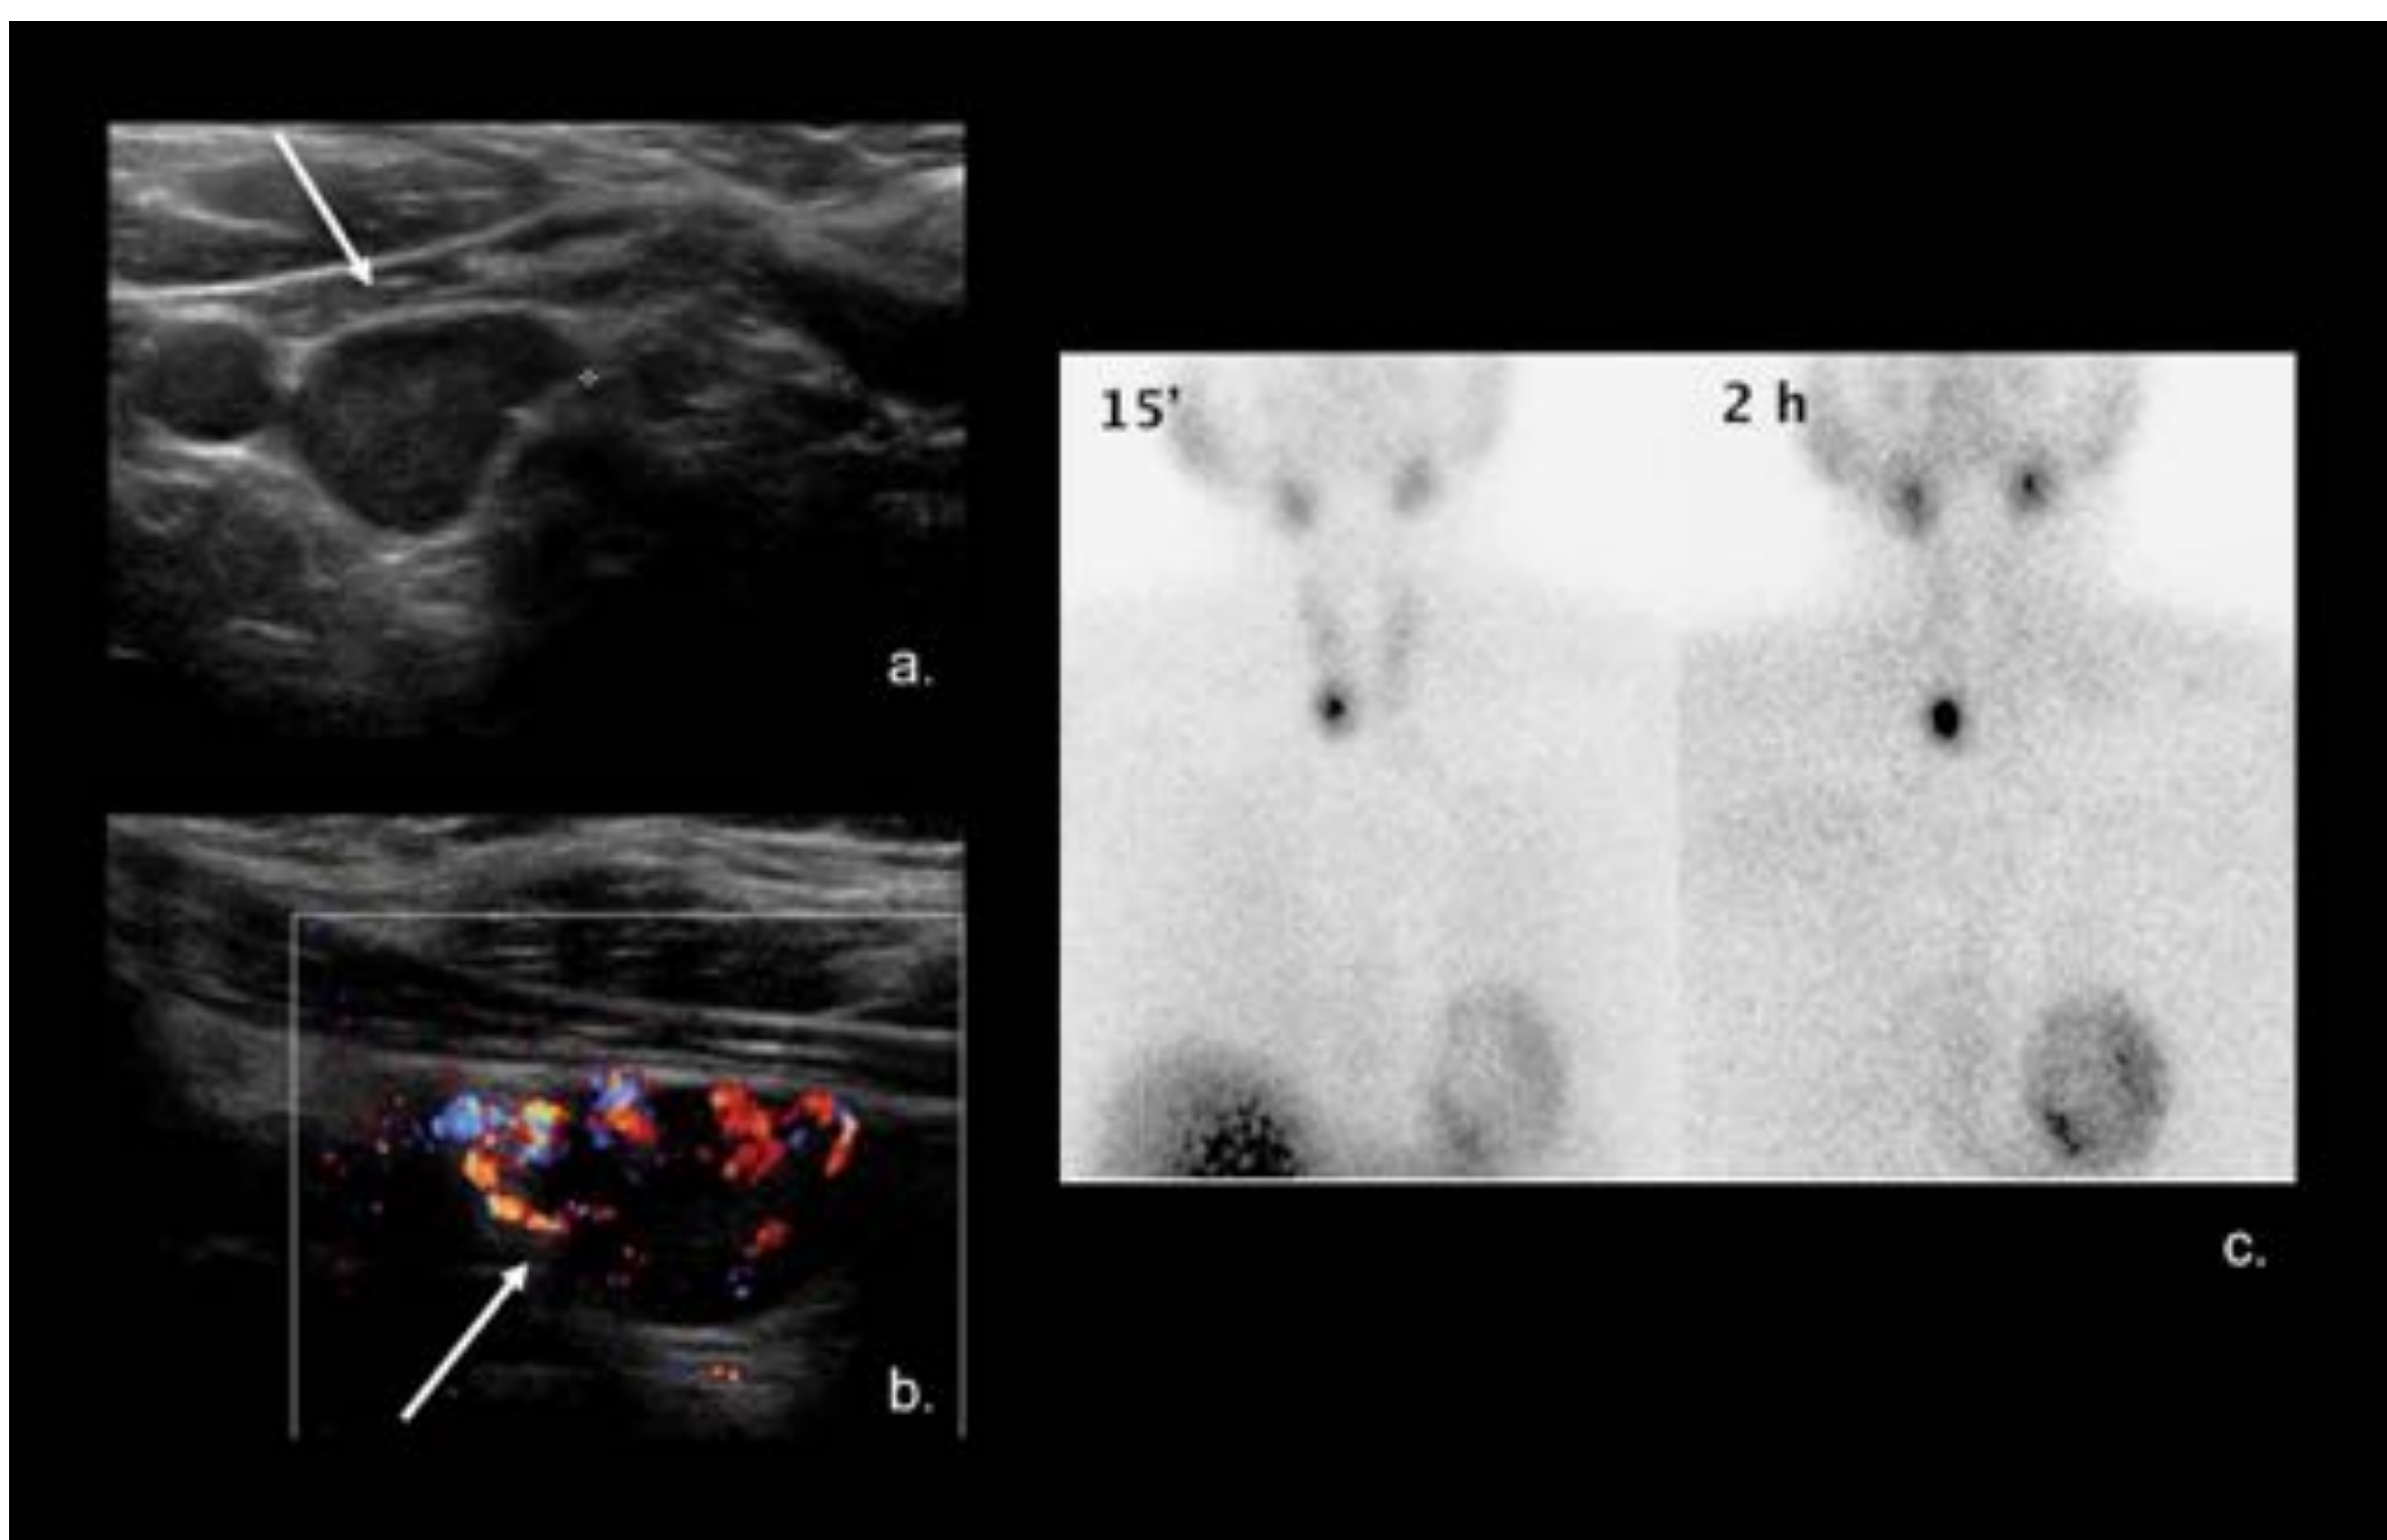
Adenoma paratiroideo. Ecografía de cuello corte axial (a.-b.) muestra nódulo levemente hipoecoico, elongado en el lecho de la tiroidectomía derecha que mide 3x2 cm con hipervascularidad interior. (c.) SPECT sestamibi 99Tc muestra captación focal ávida consistente con Adenoma paratiroideo. Referencia: Hospital Universitario Severo Ochoa. Leganés - España.
